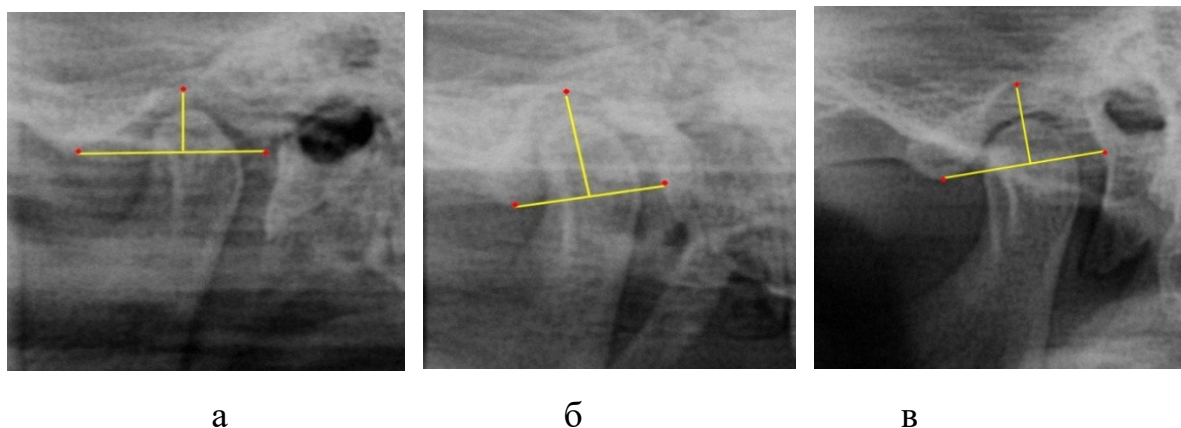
Рентгенограммы нижнечелюстного сустава у людей группы сравнения с зубными дугами протрузионного (а), ретрузионного (б) и мезотрузионного (в) типов.
